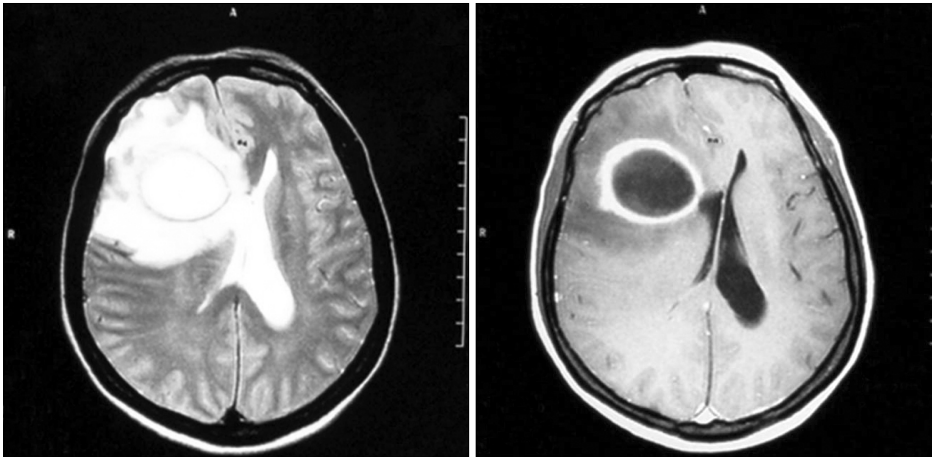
Brain MRI shows a 4×4×4 cm sized abscess at the right frontal lobe.
